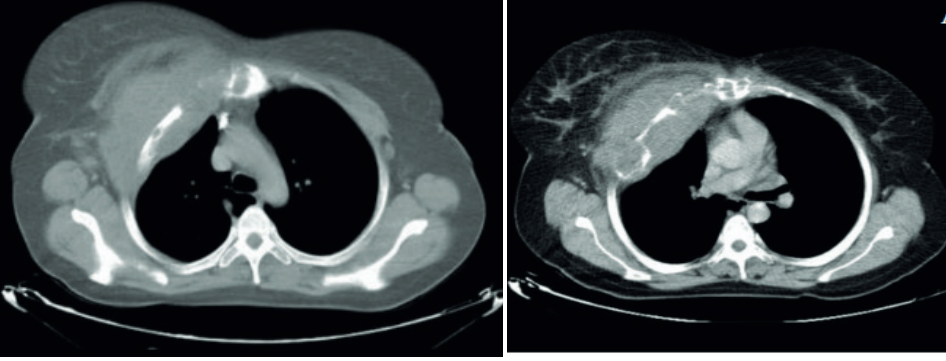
Ewing Sarkomu toraks BT görüntüleri
